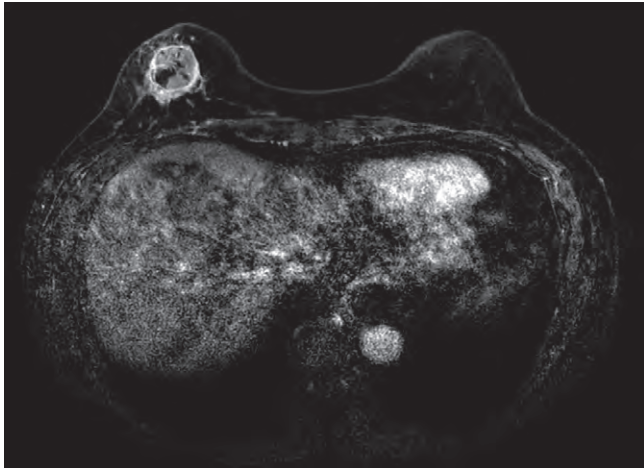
Enhanced MRI revealed a well-circumscribed round mass with ring enhancement.
